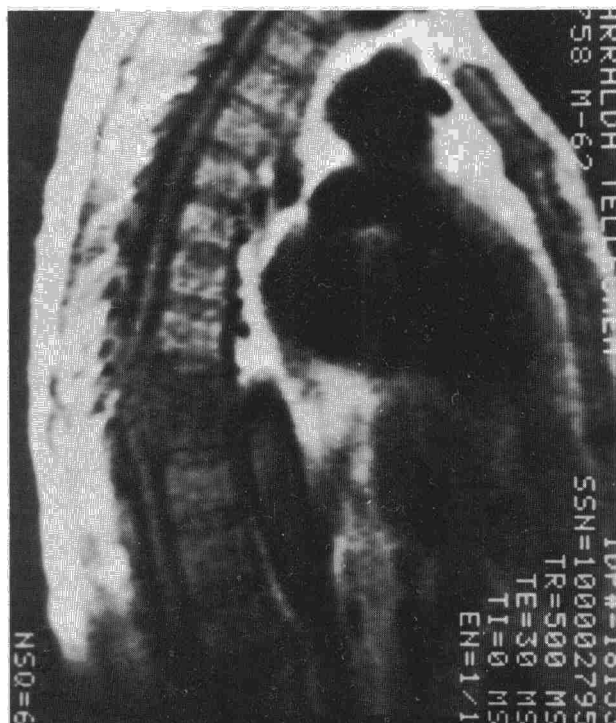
Resonancia magnética. Afectación de cuerpos vertebrales D₉-D₁₀, con obliteración del espacio discal y compresión medular.
